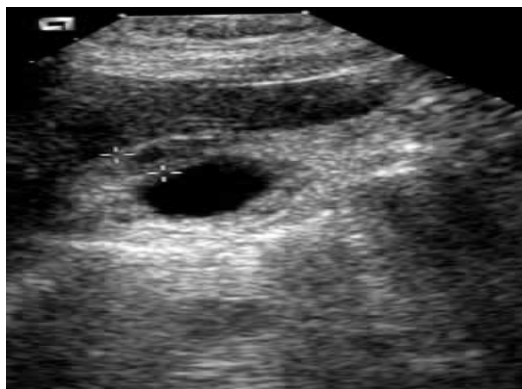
Image échographique de la CA :
